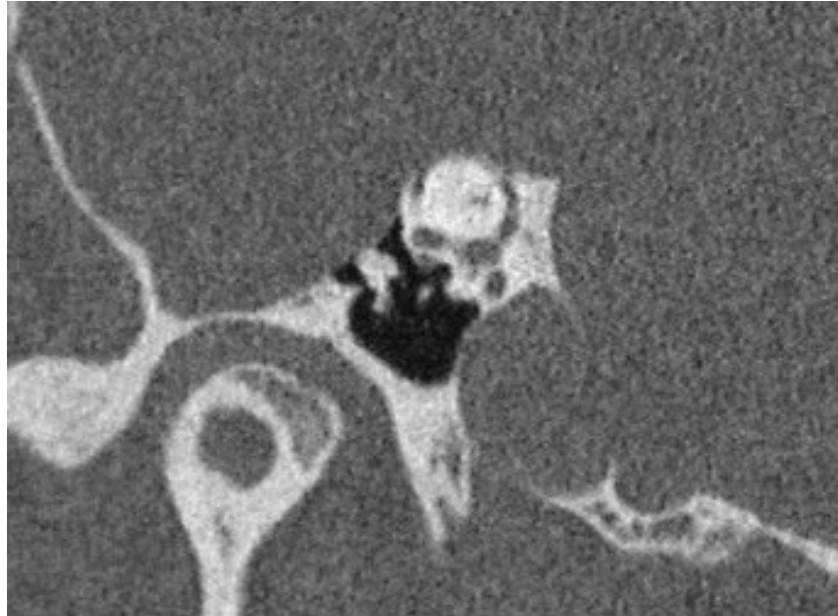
Paciente nº 1: TC del mismo paciente mostrando la dehiscencia del canal semicircular superior derecho (proyección Pöschl) (paciente HUB).
